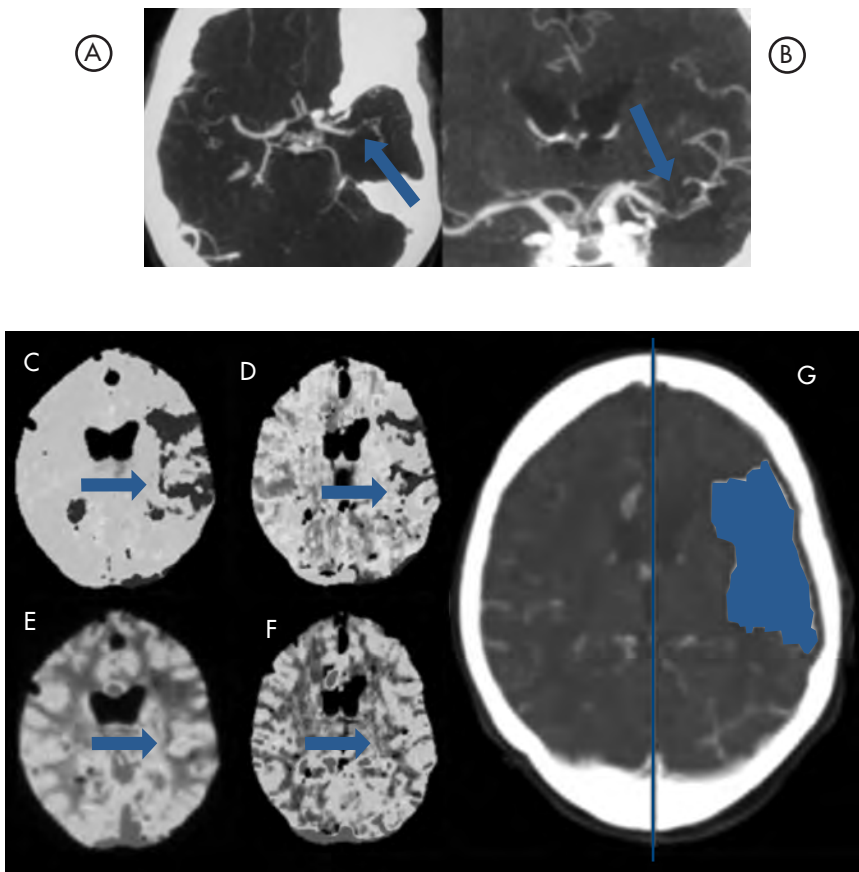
Secuencias de angioTAC y mapas de TAC de perfusión en un ictus agudo de la arteria cerebral media izquierda.
